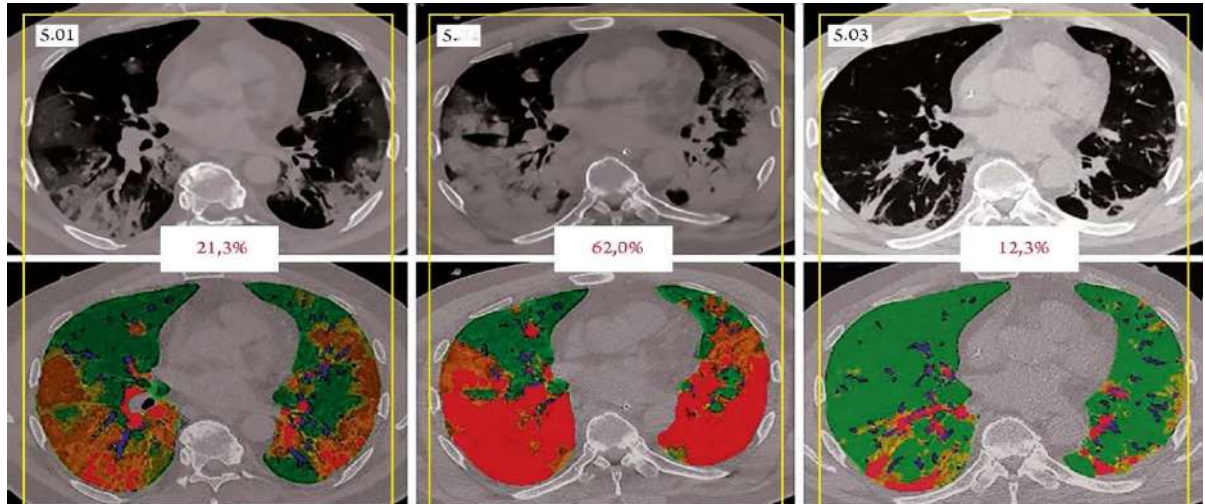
Изображено КТ исследование легких с поражением легких по типу «матового стекла».
